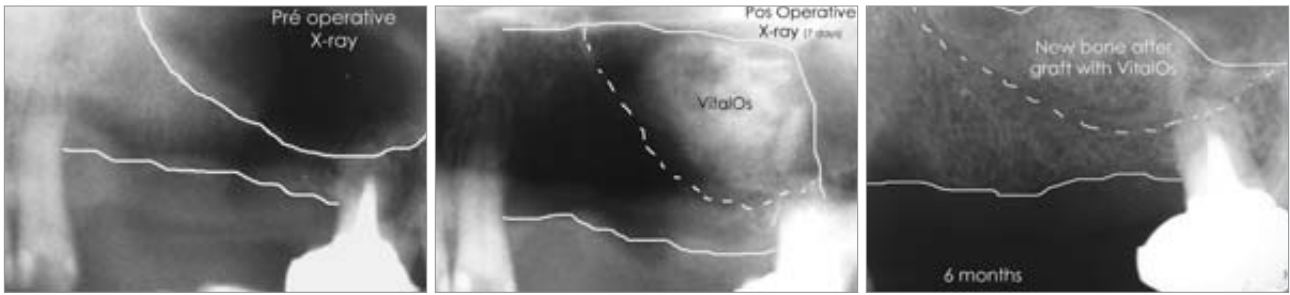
bis 10: Entwicklung des Augmentationsmaterials in der Kieferhöhle. Die drei Röntgenaufnahmen wurden präoperativ, postoperativ und nach sechs Monaten angefertigt.
